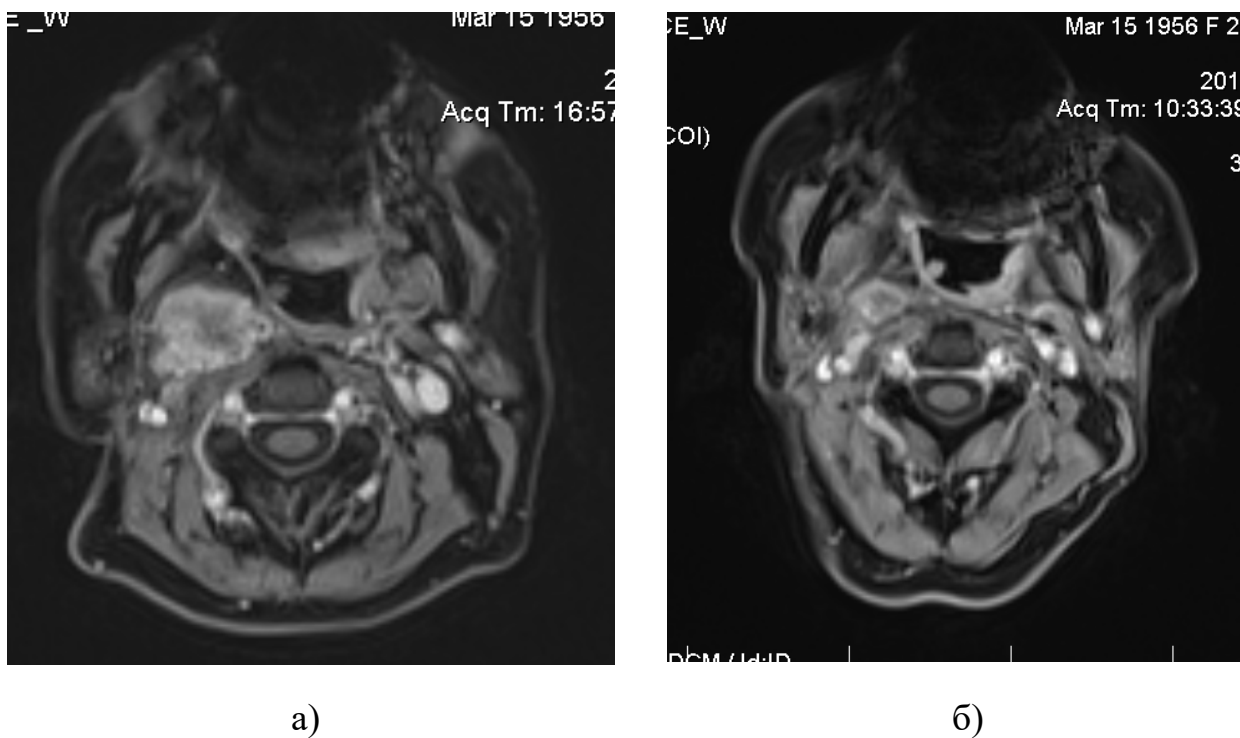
МРТ до лечения (а) и контрольные исследования через 1 (б) и 3 месяца (в) после повторного облучения.
